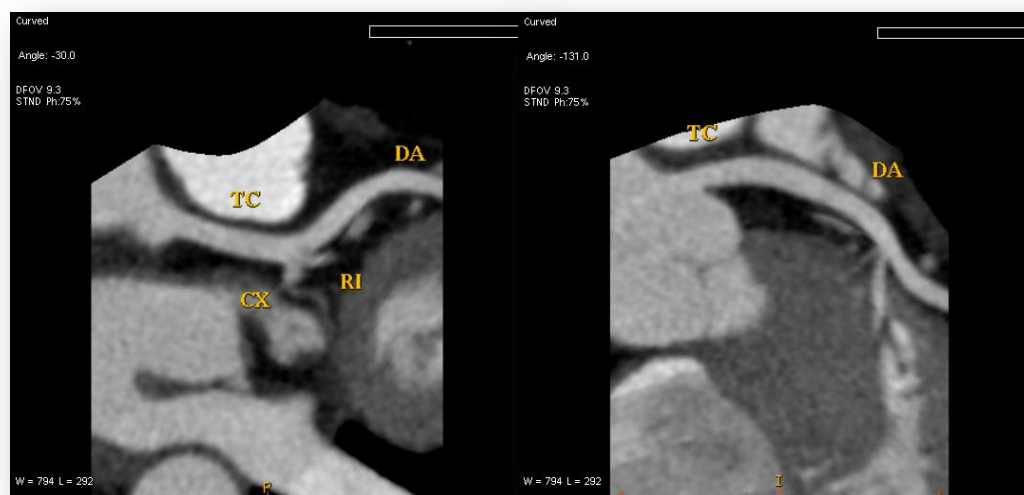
Ramo coronário esquerdo. Na figura á esquerda podemos observar o tronco comum (TC) com os ramos da descendente anterior (DA), Cx e RI. Na figura à direita observa-se o TC noutra perspectiva.
